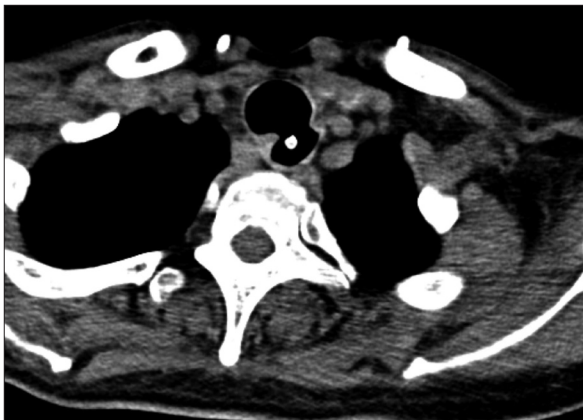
Tracheoesophageal fistula is seen between the esophagus and the trachea on neck computed tomography in case 1. The white dot is the Levin tube in the esophagus.
